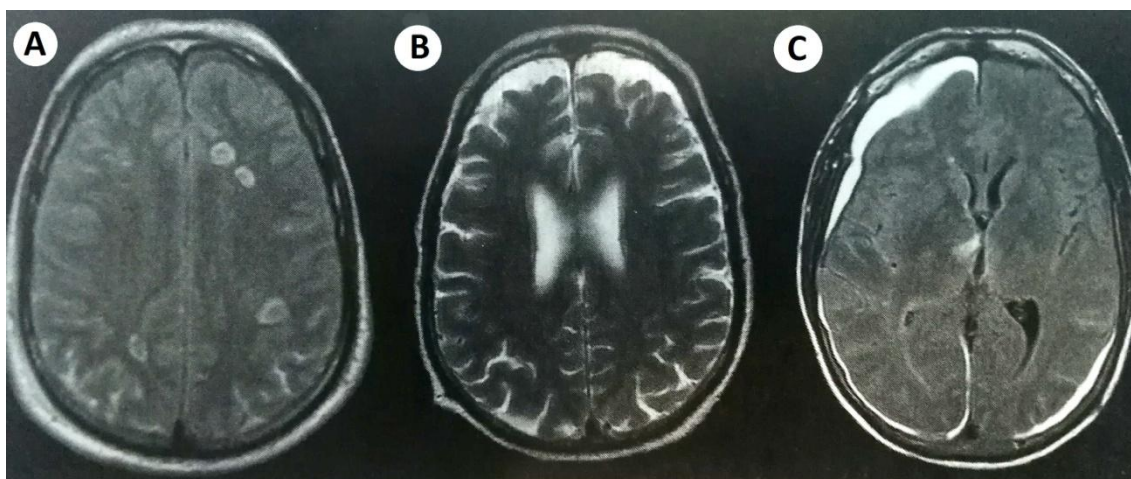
Resonancia magnética tras TCE. Daño axonal difuso (A), hematoma subdural (B) y hemorragia subaracnoidea (C). Extraído de Arnedo y Triviño (2012).
